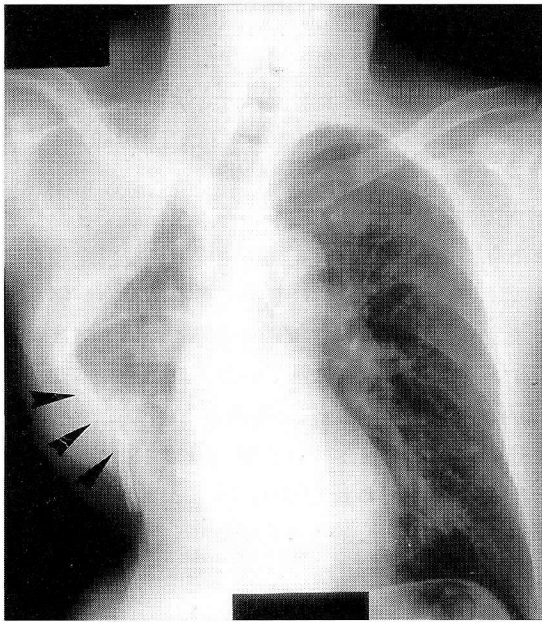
Plain chest X-ray of a patient with pyothorax-associated lymphoma (Case 3). Tumor shadow was not identified. Since the patient had been asymptomatic, CT examination was not performed. Autopsy revealed the existence of lymphoma in the right empyema cavity (arrowheads).
